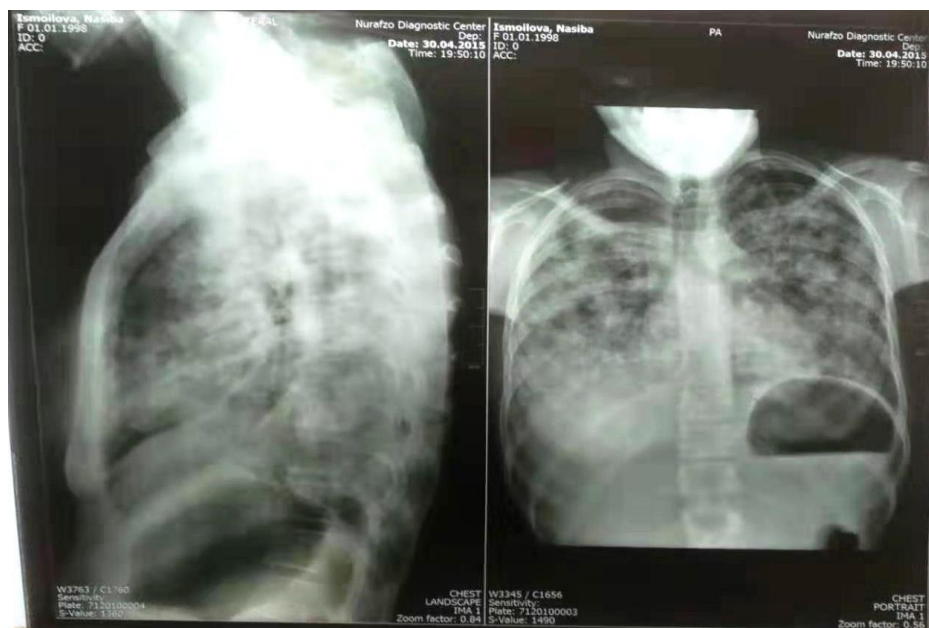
Рентгенограмма больной Исмоиловой Н.
